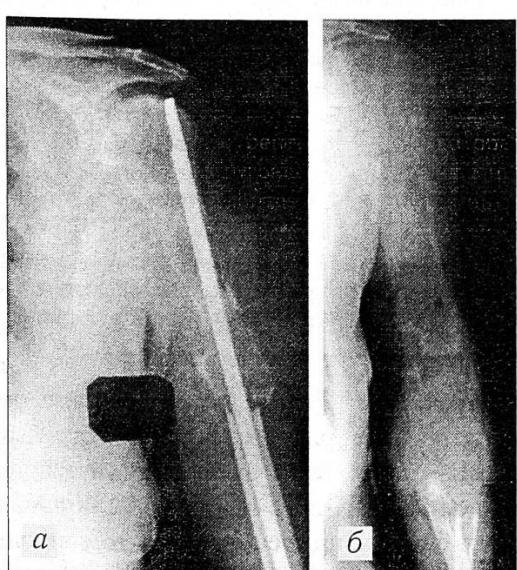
Рентгенограммы больной С.: а — до операции; б — после тотального удаления плечевой кости с замещением дефекта рентгенопрозрачным эндопротезом из полиамида-12.
